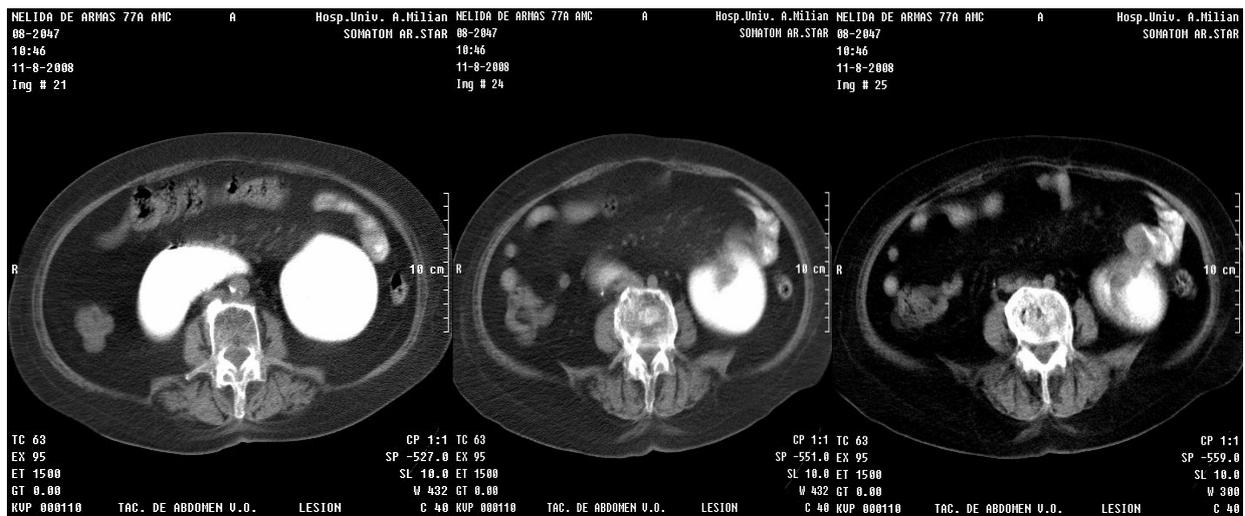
TAC de abdomen. Dilatación del duodeno así como de un asa yeyunal proximal al mismo, se observa en la porción más distal de dicha asa una imagen hipodensa de contornos regulares con densidad de 43UH que crece intraluminalmente, así como escaso paso de contraste al resto de las asas yeyunales e ileales
